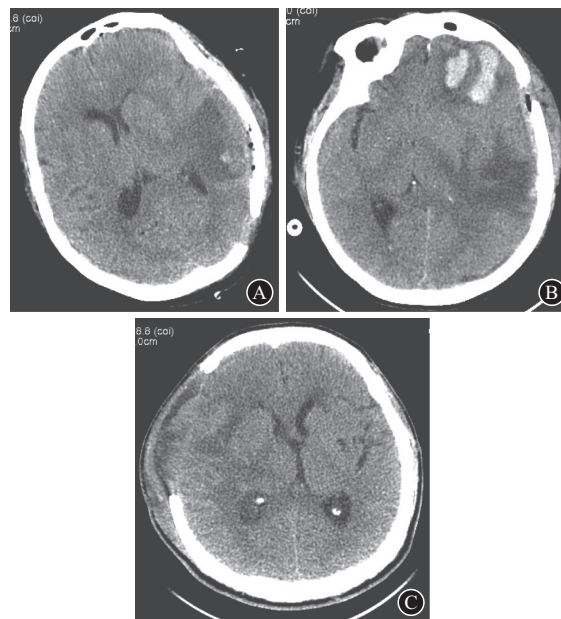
颅脑术后复查病人不同扫描条件所得头颅CT断层图像:A为女,67岁,脑外伤术后,左侧额叶脑梗死伴出血,300 mA扫描4分;B为女,67岁,脑外伤术后,左侧额叶叶脑出血,200 mA扫描4分;C为男,46岁,脑外伤术后,160 mA扫描2分
